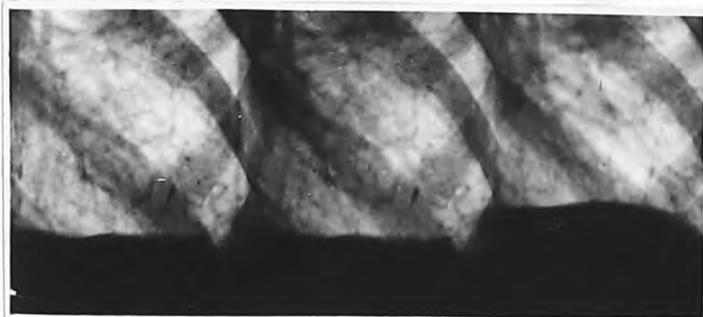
Рентгенограмма 6-го П. Проба по Соколову /описание в тексте /.
